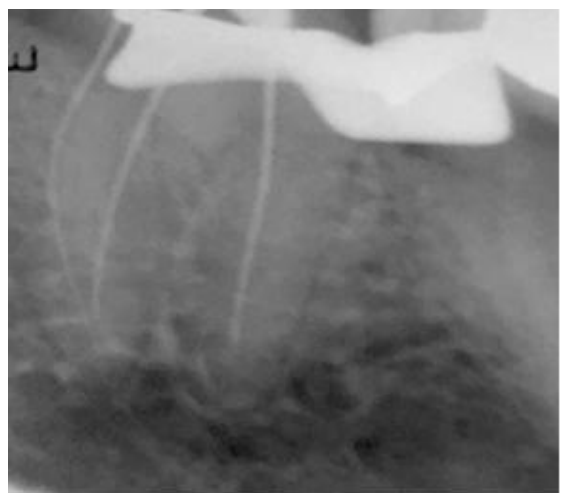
Imagem da radiografia de odontometria.
